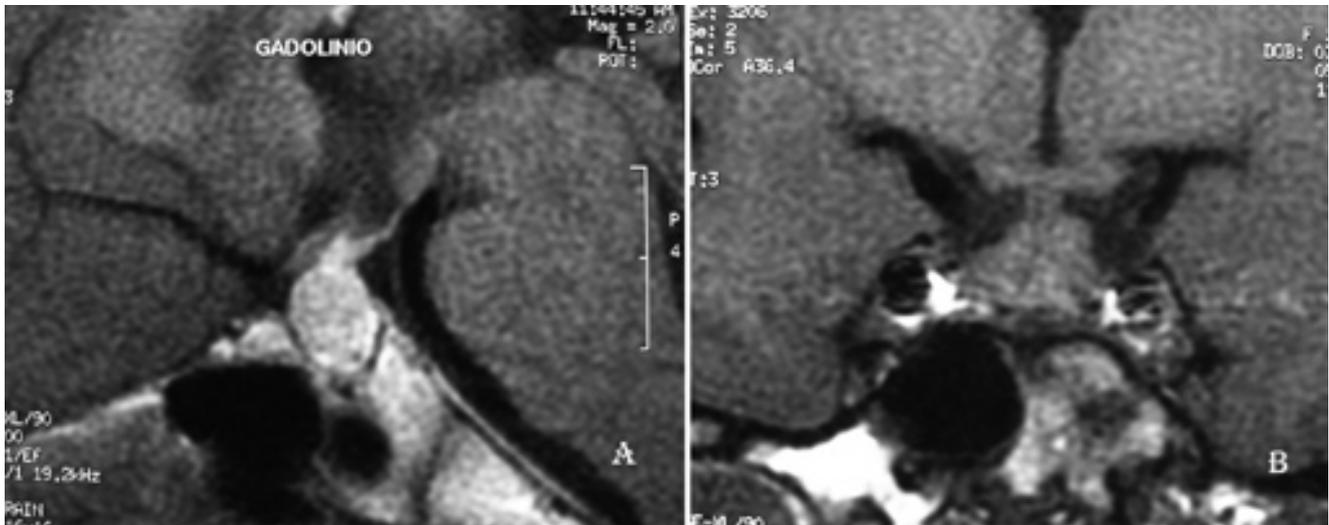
A: RM sagital con contraste: glándula hipofisaria aumentada de tamaño; invade la cisterna supraselar y presenta una captación uniforme de contraste. B: RM T1 coronal: aumento irregular del volumen de la hipófisis, sin desplazamiento lateral del tallo hipofisario.
